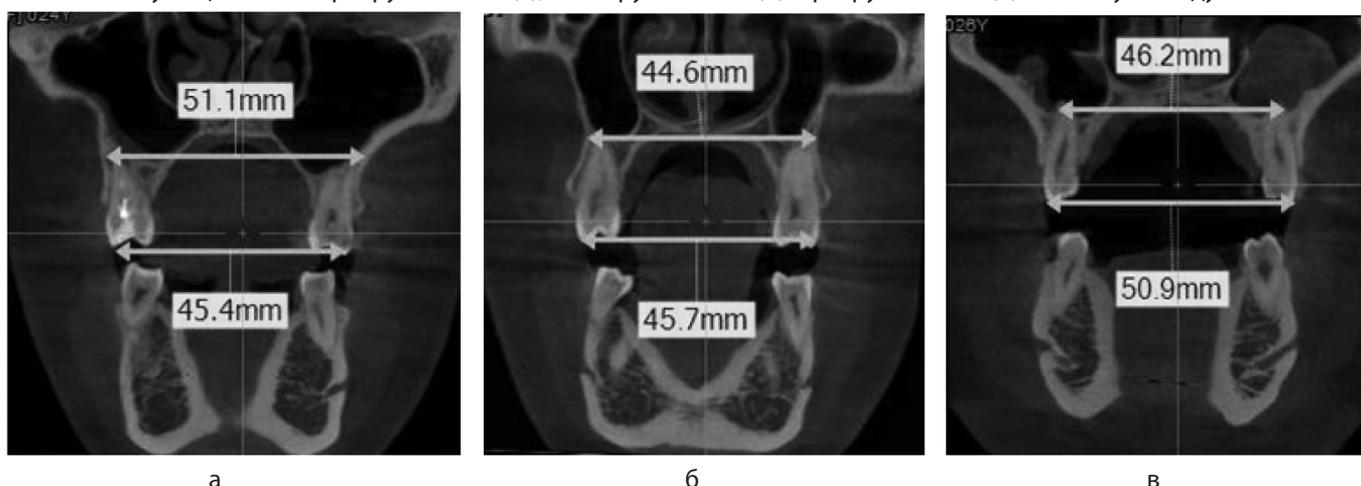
Размеры апикального и окклюзионного базисов в области вторых верхних премоляров у пациентов с протрузионным (а), мезотрузионным (б) и ретрузионным (в) типом зубных дуг
